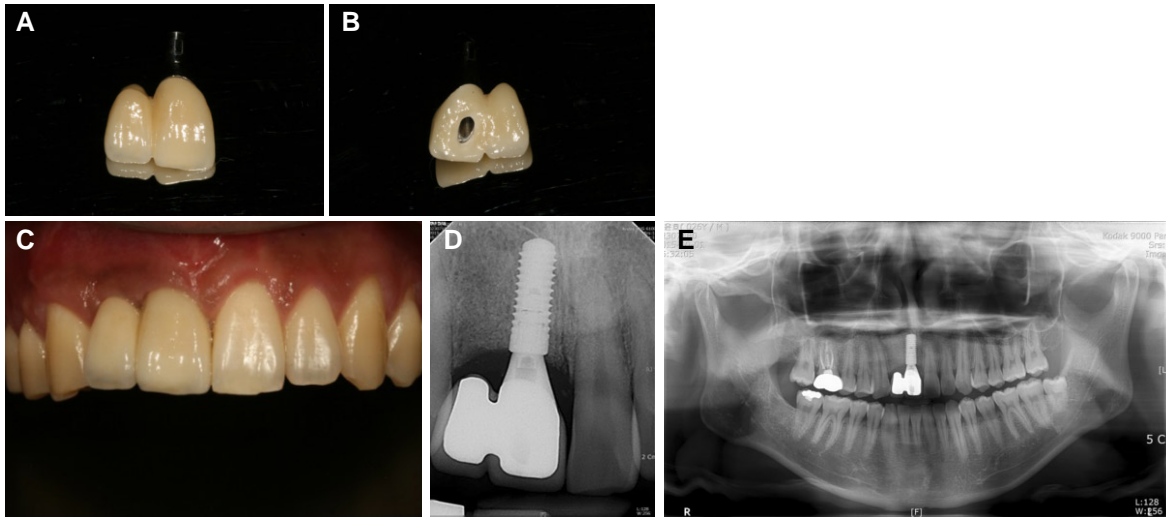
(A, B) Final restoration, (C) Delivery of the final restoration, (D) Radiographic verification following delivery.
